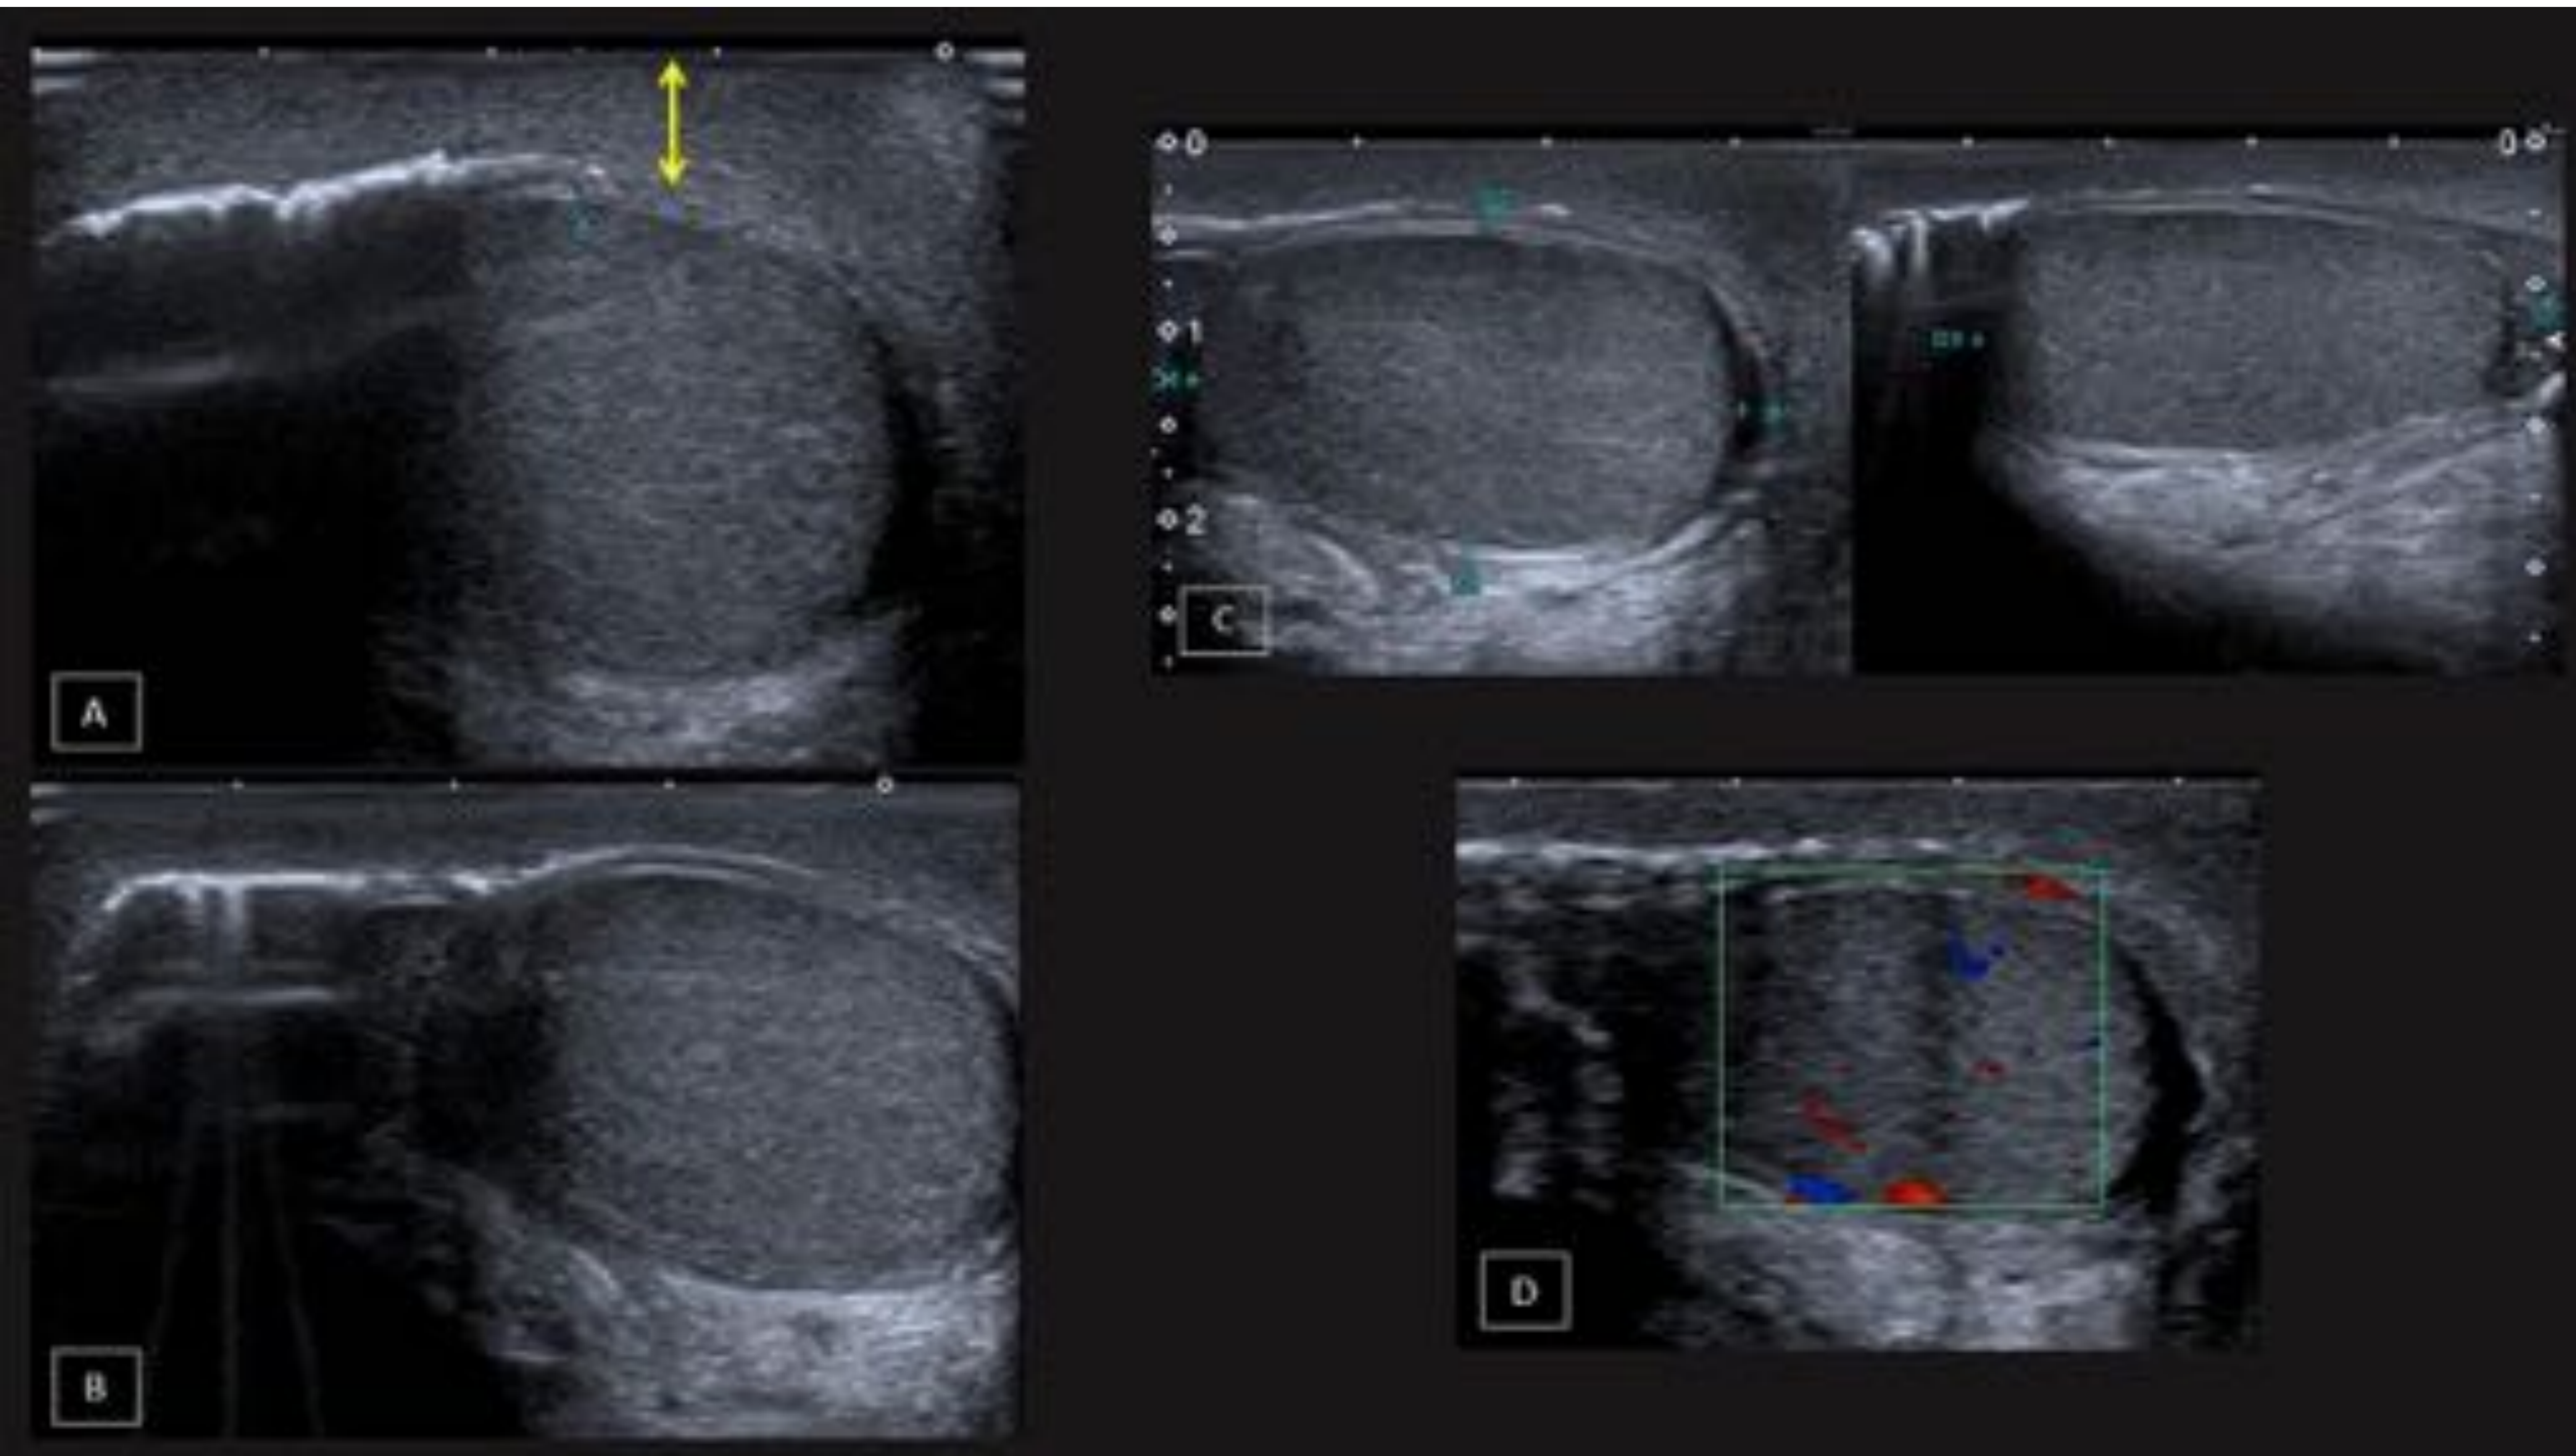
Paciente con traumatismo escrotal y herida por asta de toro. Imágenes de ecografía testicular. En A y B se puede visualizar artefacto de reverberación debido a la presencia de aire en el interior del saco escrotal por herida abierta. En A marcado con flecha amarilla se ve el engrosamiento de las cubiertas escrotales compatible con cambios inflamatorios. El testículo no presentaba alteraciones ecográficas con flujo Doppler color de características normales (imágenes C y D).
